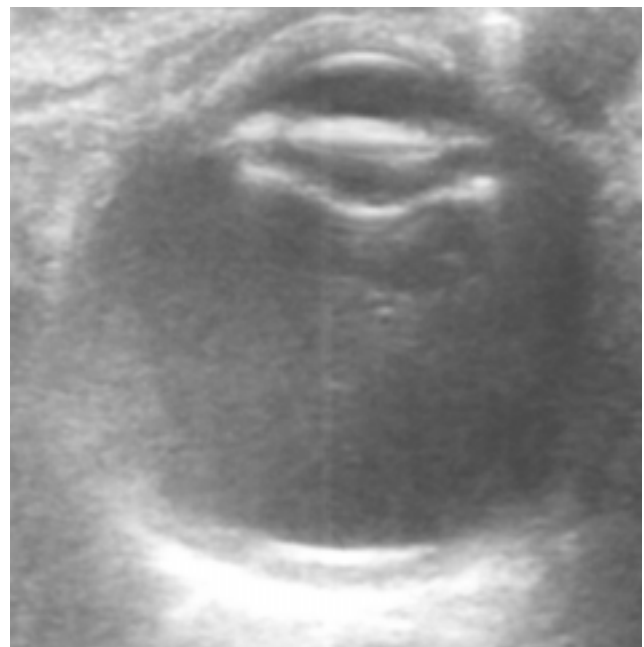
Ecografía pre YAG Laser
